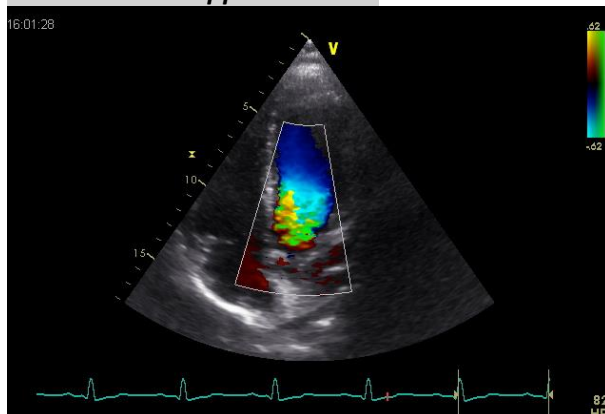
Farbdoppler LVOT
